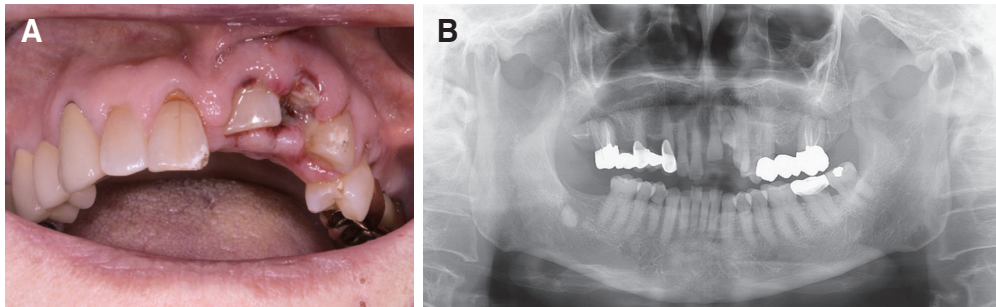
(A) Initial intraoral photograph, (B) Initial panoramic radiograph.
